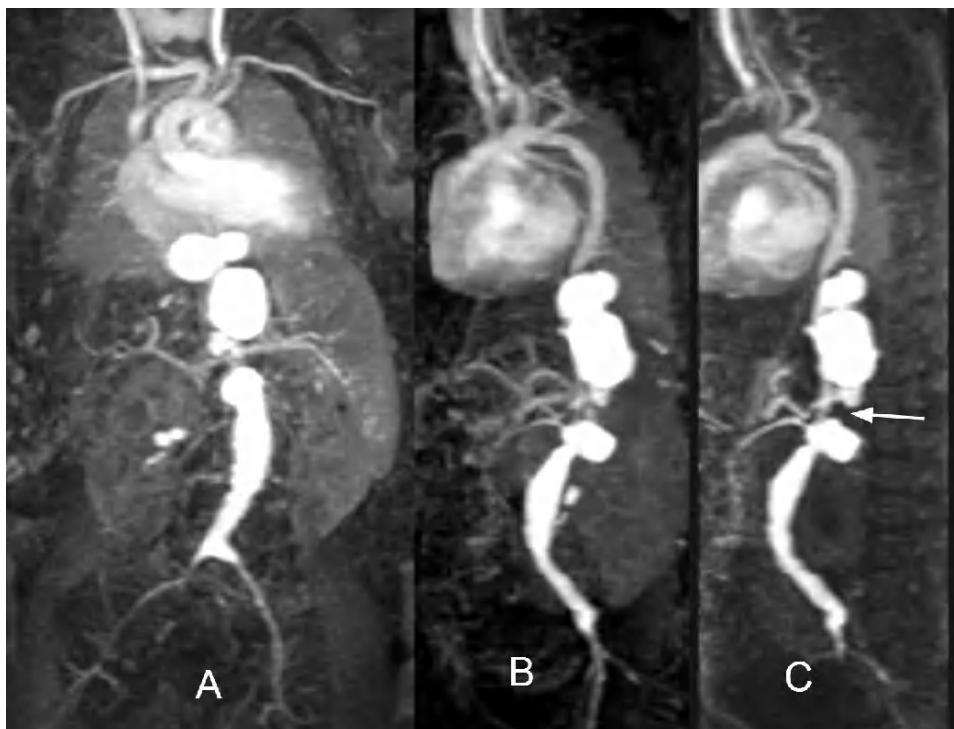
Reconstrucciones de angio-resonancia magnética en planos coronal (A), oblicuo coronal (B) y sagital (C) de un niño de 10 meses. Se observan múltiples aneurismas en la aorta torácica y abdominal. En la unión de la aorta torácica y abdominal se aprecia un área de severa estenosis (flecha).
